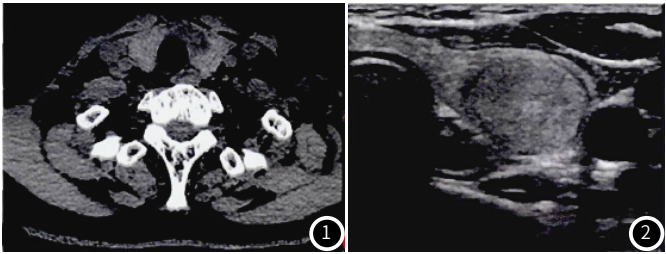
结节性甲状腺肿的CT图像：甲状腺左侧叶内见椭圆形结节，边界清晰。
